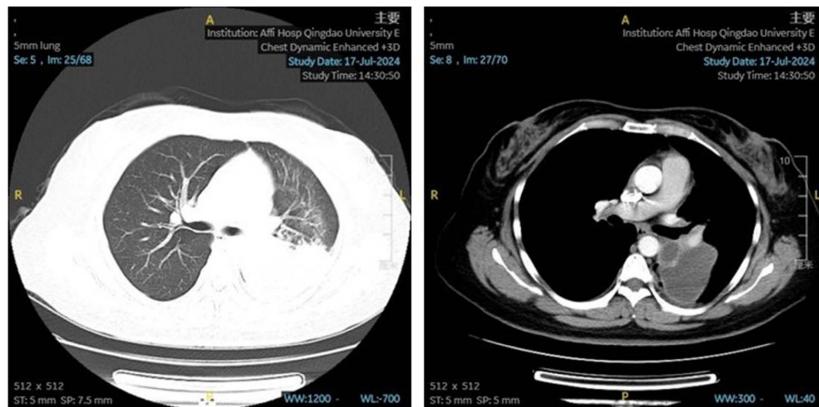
Chest enhanced CT
